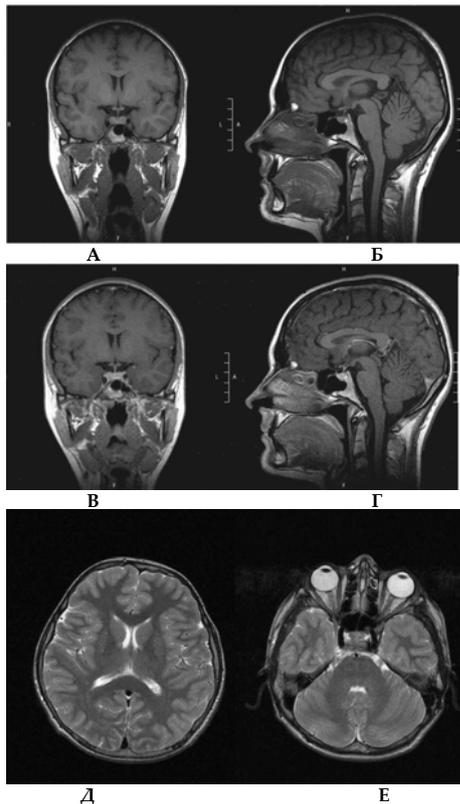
МР-томограммы головного мозга в норме:
